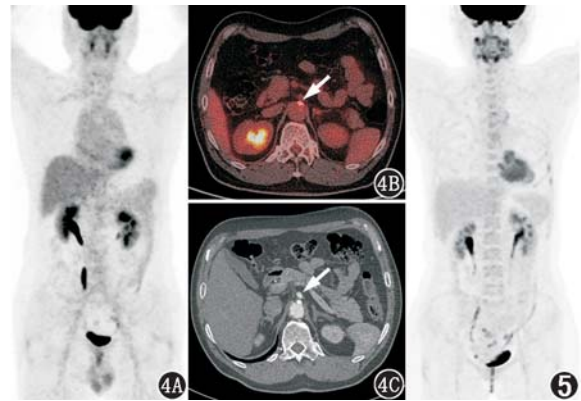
动脉粥样硬化患者(男,53 岁)¹⁸F-FDG PET/CT 显像图(箭头示病灶)。横断面 PET/CT 图像可见腹主动脉管壁局部代谢轻度增高,伴钙化斑块(4B);CT 血管造影可见相应部位腹主动脉管壁不均匀增厚,伴钙化斑块(4C) 图 5 多发性大动脉炎患者(女,31 岁)糖皮质激素规律治疗 12 年后¹⁸F-FDG PET/CT 显像图。图示大血管壁代谢未见明显增高
